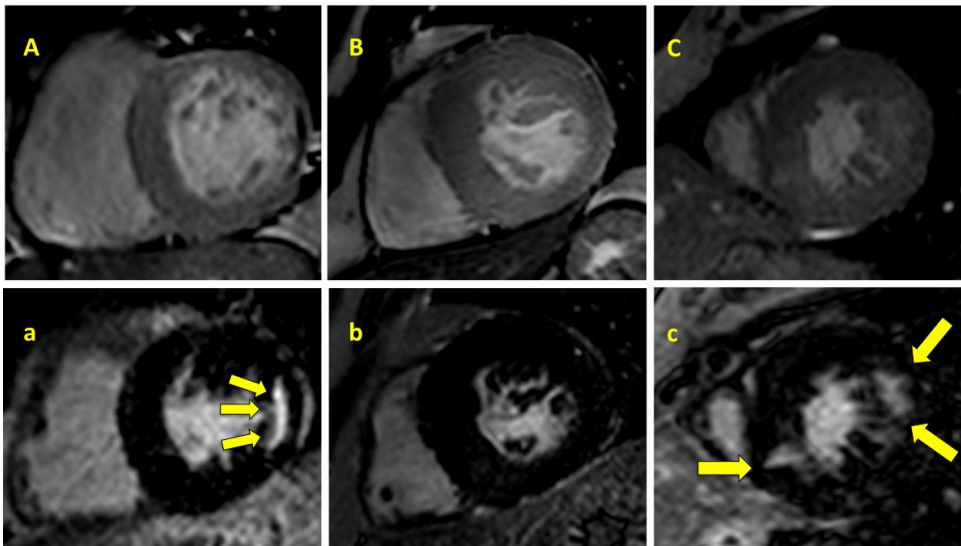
Imágenes representativas de cardiopatía hipertensiva (CHTA) (A) y miocardiopatía hipertrófica (MCH) (B y C). Fila superior: imágenes de cine. Fila inferior: imágenes de realce tardío. A, CHTA. Las flechas señalan una cicatriz isquémica en la pared lateral. B, MCH concéntrica sin RTG. C, MCH con áreas de RTG en los puntos de inserción superior e inferior del ventrículo derecho (flechas).
